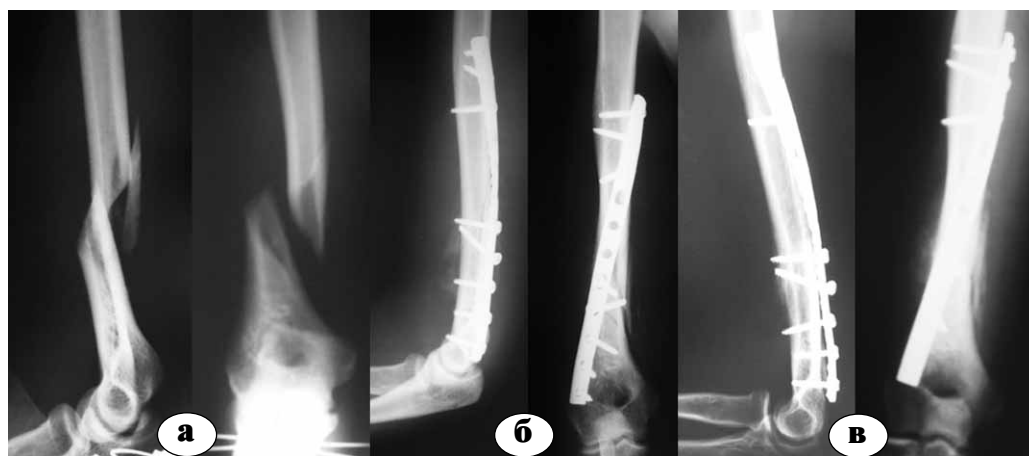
Рентгенограммы пациента Н., 22 лет: а – после травмы; б – после остеосинтеза узкой прямой блокированной пластиной по модифицированной технологии; в – через 8 недель, сращение
